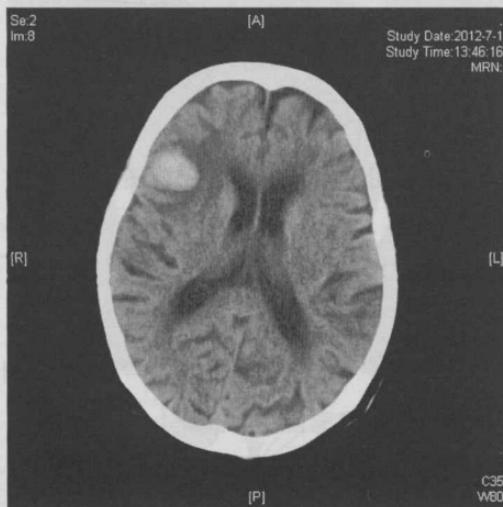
右侧额颞叶部脑出血 CT 扫描图
